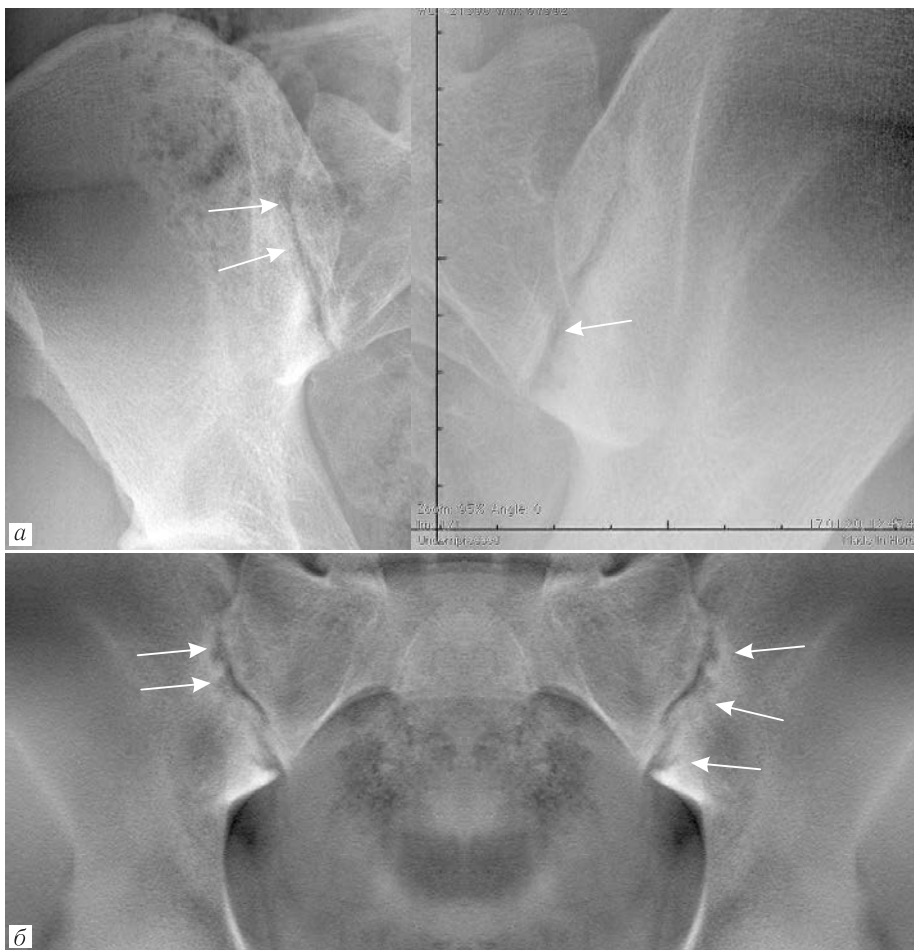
a* — традиционная рентгенография в косо́й проекции: справа выраженный субхондральный склероз со стороны подвздошной кости, на фоне которого эрозии не визуализируются; слева выраженный субхондральный склероз со стороны подвздошной кости, на фоне которого нельзя исключить наличие эрозий в нижних отделах (стрелки); *б* — цифровой томосинтез КПС: множественные эрозии суставных поверхностей подвздошных костей в средних и нижних отделах обоих крестцово-подвздошных сочленений, на фоне выраженного субхондрального склероза (стрелки).
